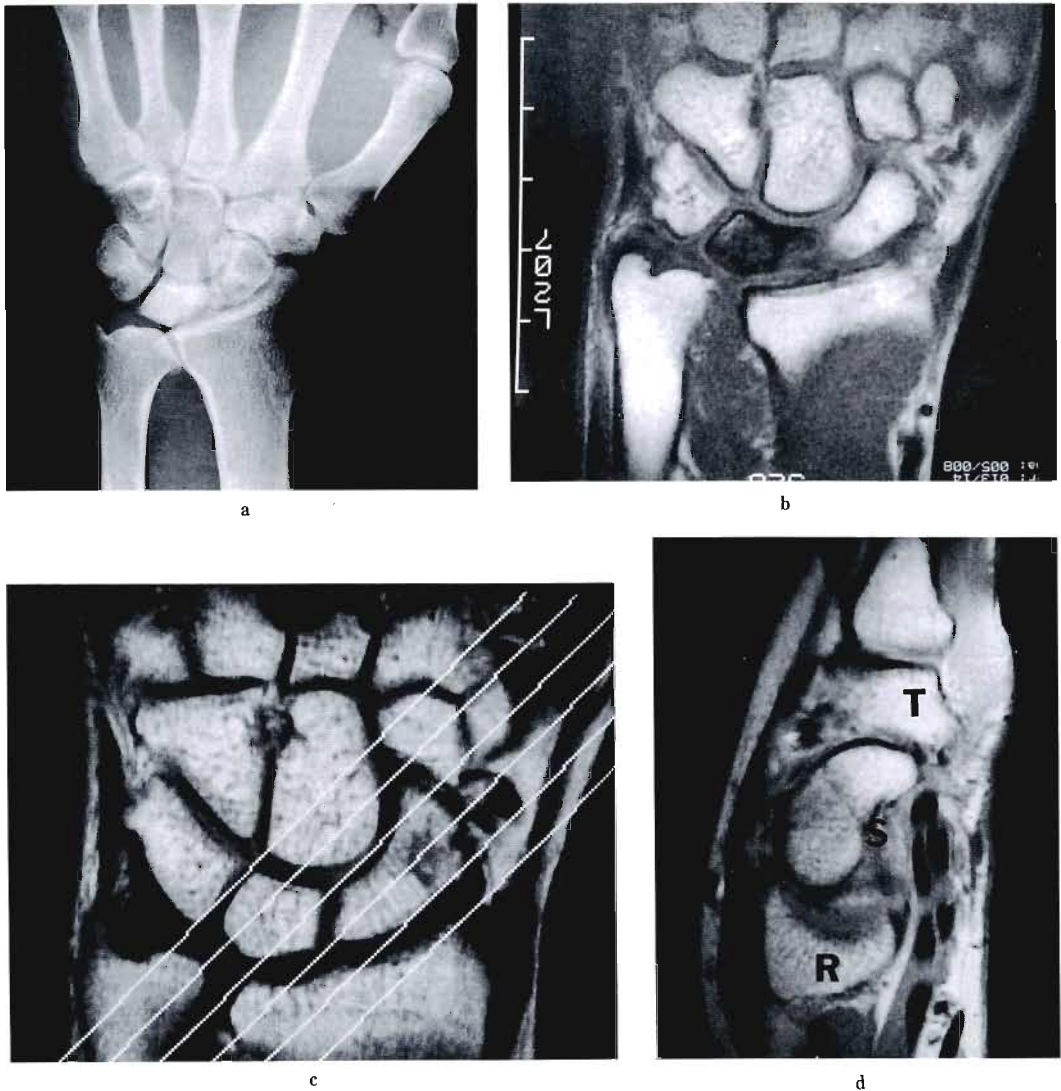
Magnetic resonance imaging (MRI) of wrist joint.
